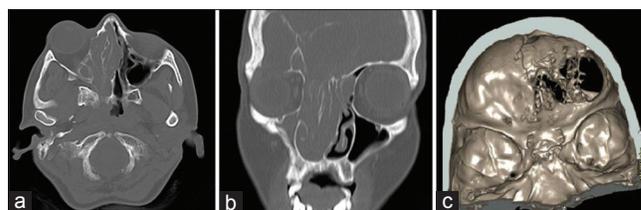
(a) TC de cerebro axial donde se observa ocupación de seno etmoidal y esfenoidal derecho, lisis de pared lateral orbitaria, desviación contralateral de tabique nasal y proptosis ocular derecha. (b) Corte coronal, que evidencia compromiso de techo orbitario y la ocupación total de fosa nasal derecha. (c) Reconstrucción 3D, con osteolisis de techo orbitario y de lámina cribosa etmoidal
